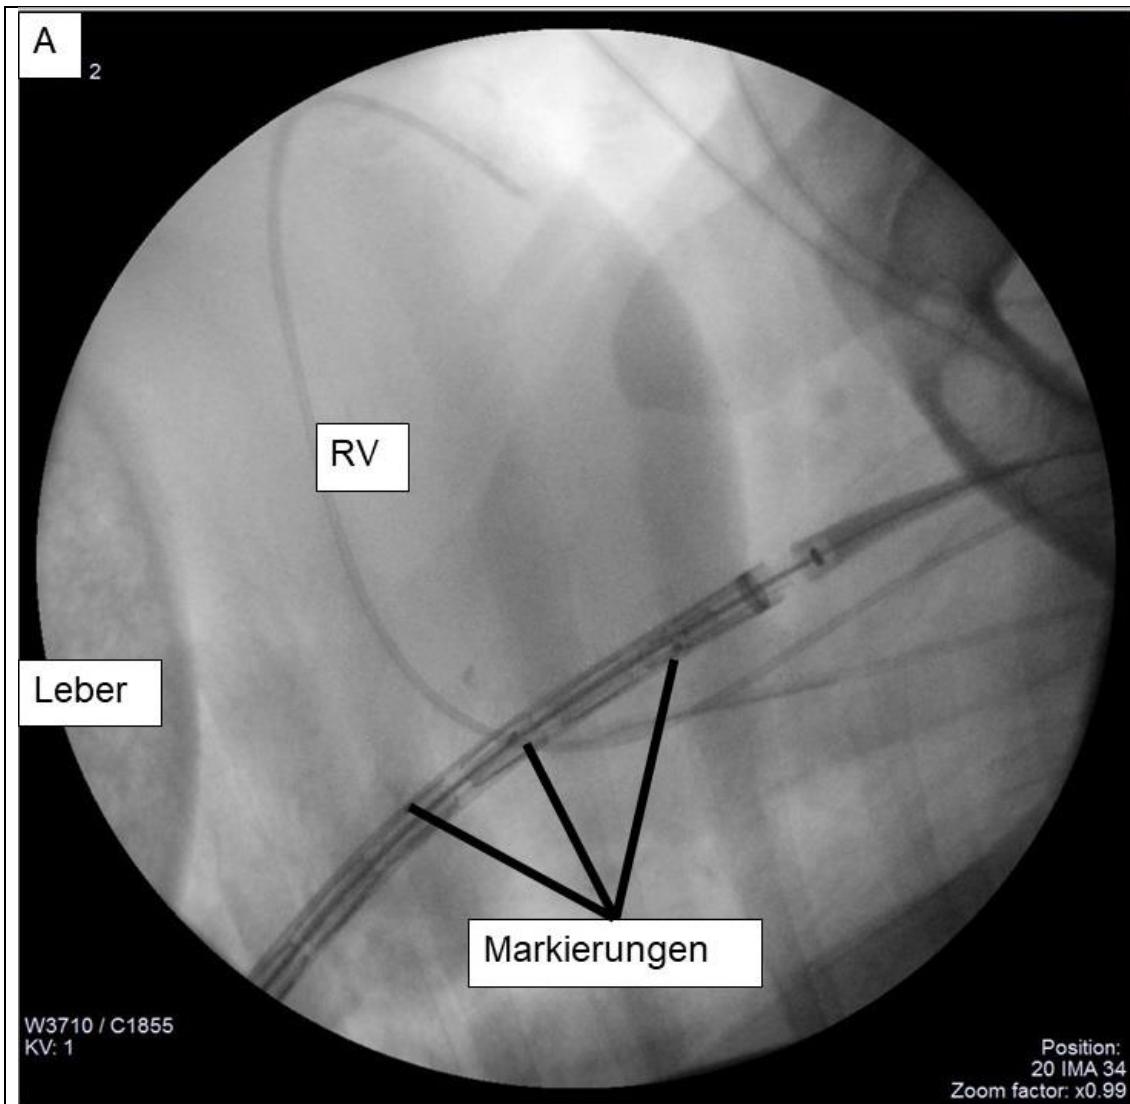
Platzierung der Klappenprothese unter Röntgen-Durchleuchtung in antero-posteriorer (A) Projektion. RV, rechter Ventrikel.
